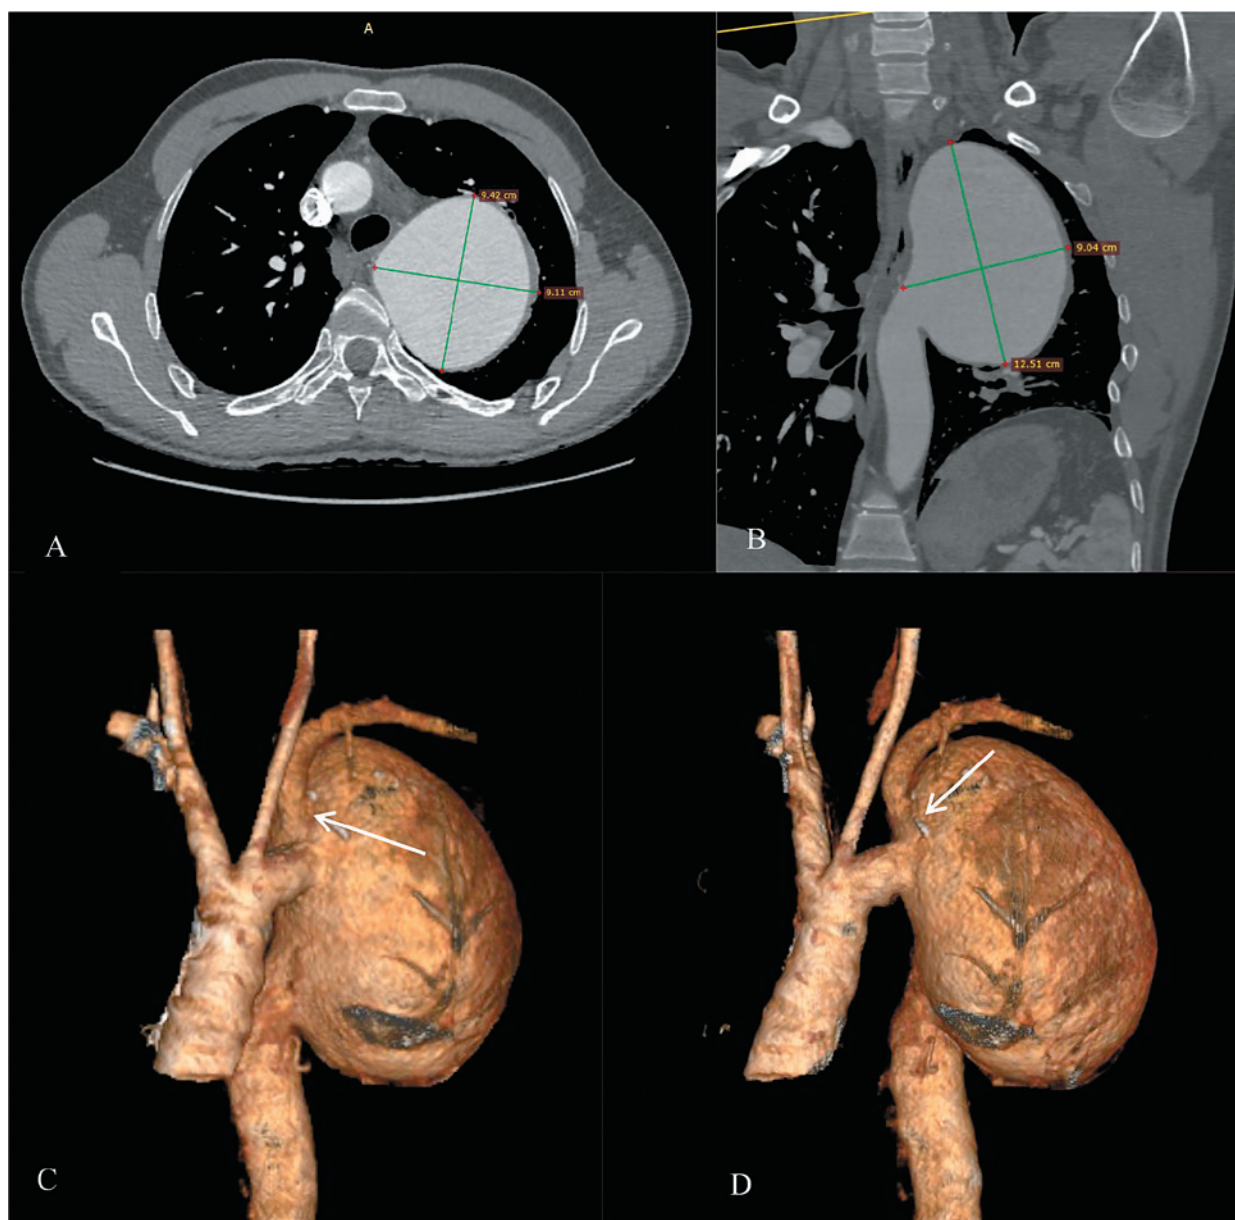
МСКТ-ангиография грудного отдела аорты до операции
